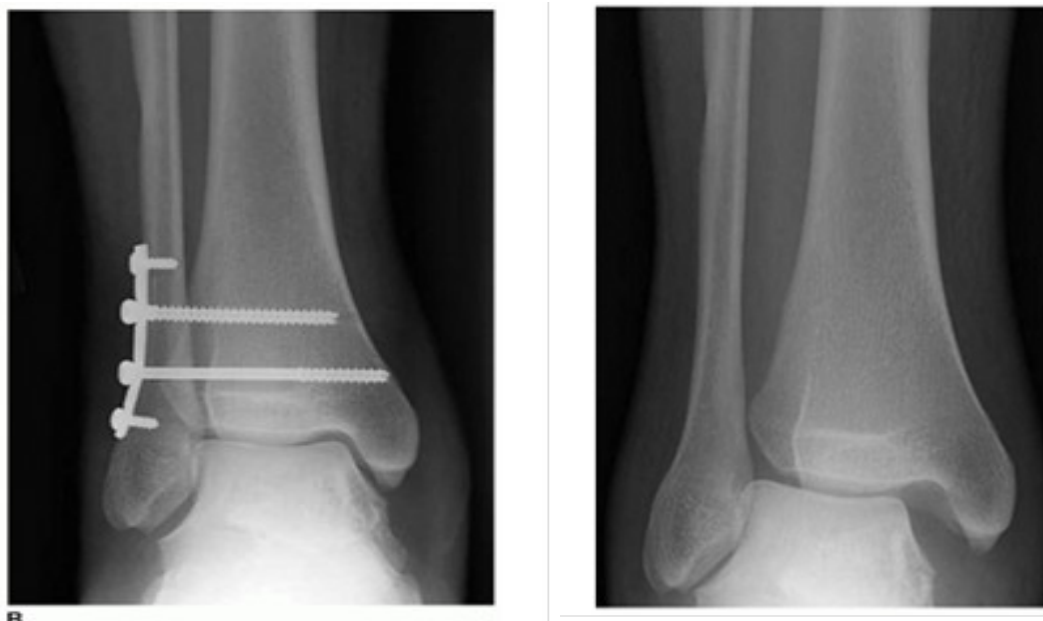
Рентгеновские снимки применения «три кортикальных» винтов
